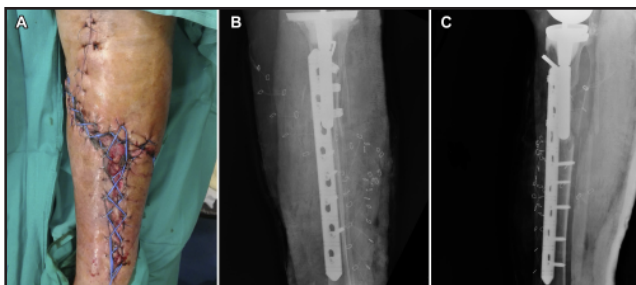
A. Fotografía intraoperatoria del doble sistema de vessel loop. B y C. Radiografía anteroposterior y lateral de pierna izquierda tras la reducción y fijación de la fractura.
